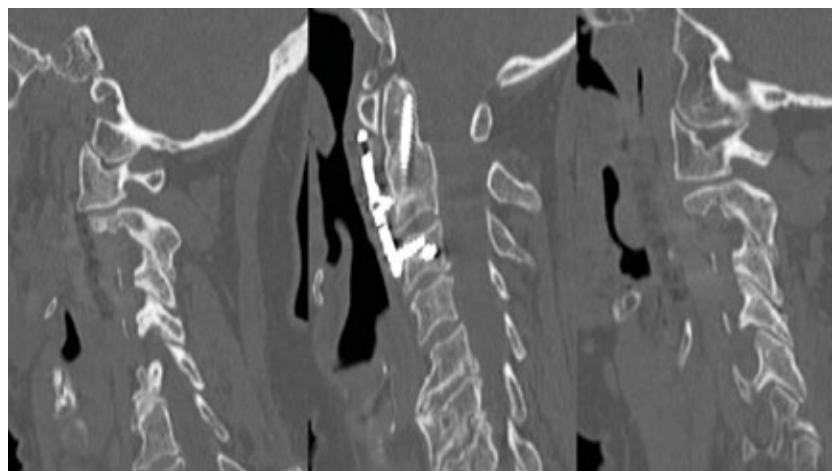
Компьютерные томограммы шейного отдела пациентки через полгода после травмы — определяются восстановленные взаимоотношения в сегменте C1-C2, сросшийся сопоставленный перелом C2-позвонка.
